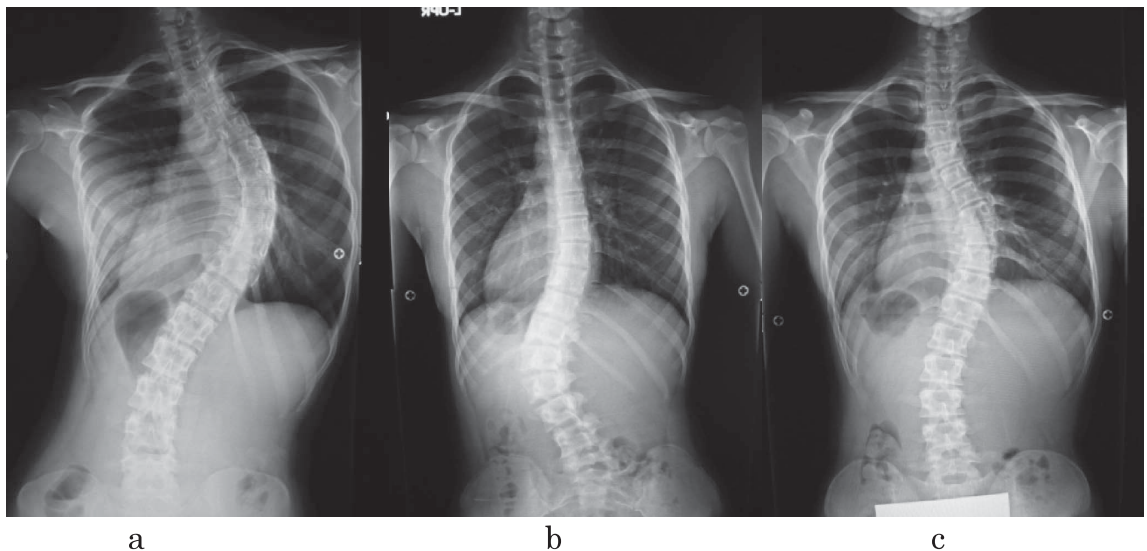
冠状面における「肩バランス」 立位全脊柱 X線写真のシルエットから左肩下がり(a), 水平(b), 左肩上がり(c)の3つに分類した。
